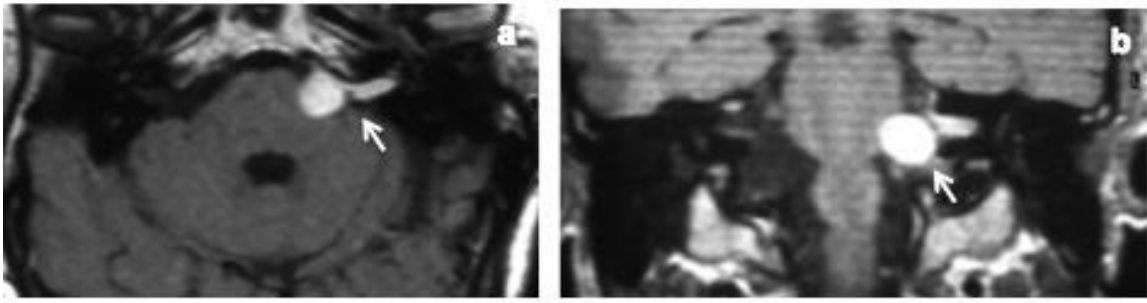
RM con gadolinio en cortes axial (a) y coronal (b) realizada 101 meses tras la primera intervención quirúrgica, en la que se observa recurrencia de SV izquierdo (flechas).
